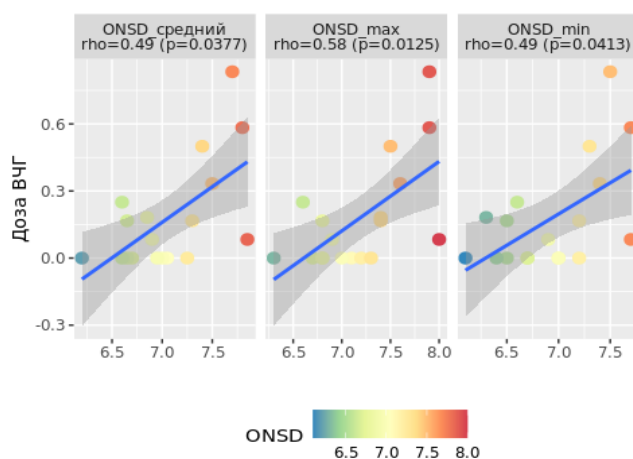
Корреляционная зависимость дозы/индекса ВЧГ за 24 часа и производных ДЗНО по данным входящей КТ (ОНSD средний- ДЗНО средний, ОНСD max - ДЗНО максимальный, ОНСD min – ДЗНО минимальный)
